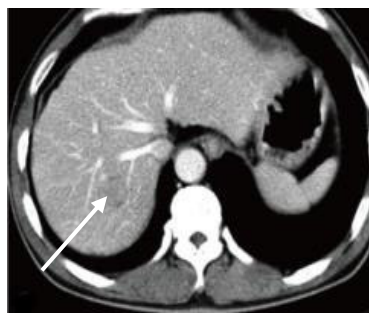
CT cu contrast. Faza venoasă Wash-Out.
